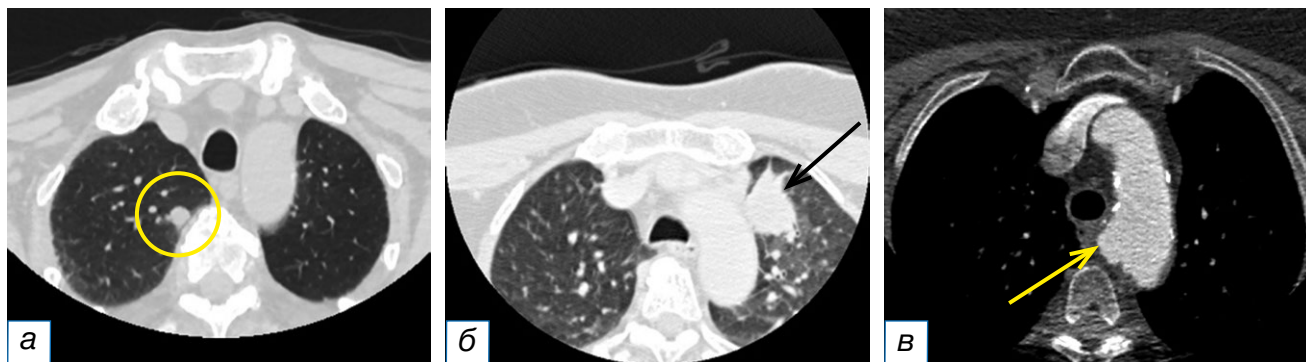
Фрагменты компьютерных томограмм области головы и шеи в аксиальной плоскости (а–в). У пациентки в возрасте 71 года с диагнозом базально-клеточного рака кожи шеи слева cT1N0M0 в верхней доле правого лёгкого определяется одиночный солидный очаг округлой формы с чёткими ровными контурами мягкотканной плотности диаметром 12 мм (а, жёлтый круг). У пациентки в возрасте 68 лет с подозрением на рак левой половины гортани в верхней доле левого лёгкого визуализируется периферическое образование мягкотканной плотности с чёткими неровными контурами размером 37×28 мм (б, чёрная стрелка). У пациентки в возрасте 79 лет с подозрением на рак левой половины гортани определяется мешотчатое расширение дуги аорты по верхневнутренней её поверхности (в, жёлтая стрелка).
